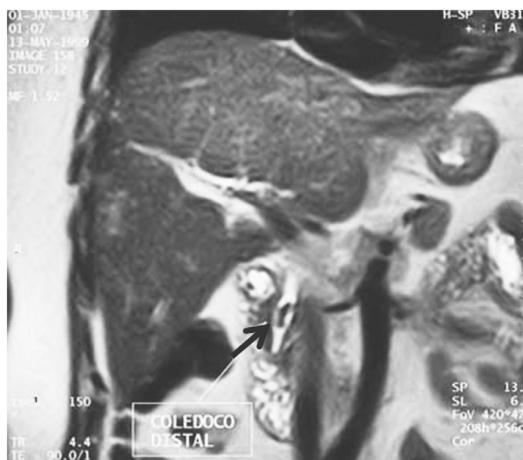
RMN în regim colangiografie cauzat de coledocolitiază.
